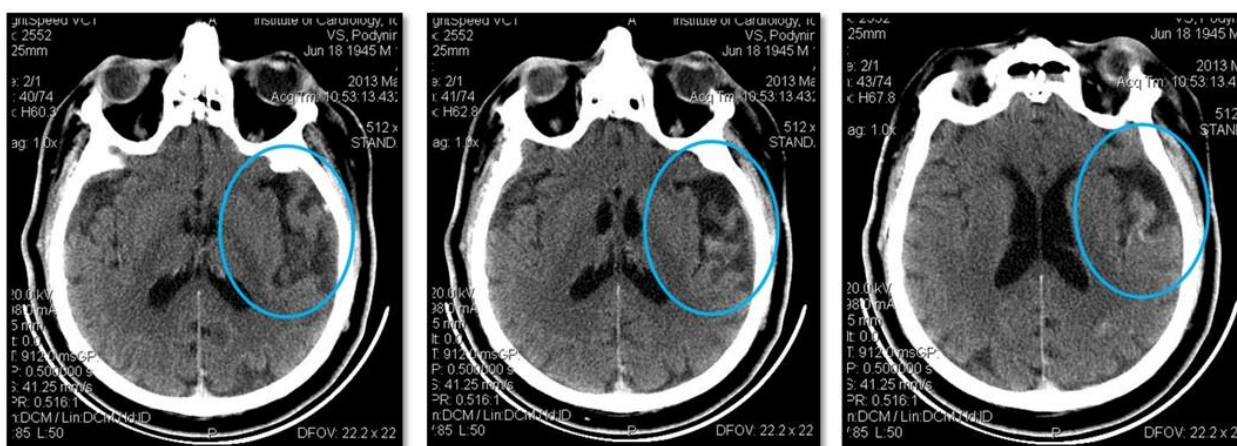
Послеоперационная томограмма головного мозга пациента П., 67 лет. Аксиальные срезы. Кровоизлияние в зону «старого ишемического очага» (в фокусе)
